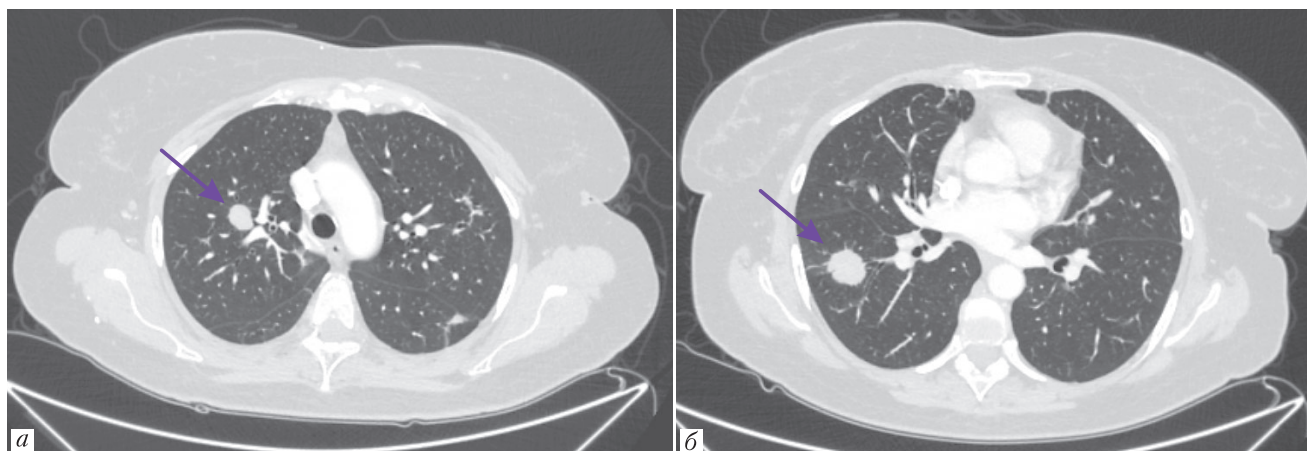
Компьютерная томография органов грудной клетки от 04.2024. В легких множественные метастатические очаги, наиболее крупные в нижней доле справа (а, б)
